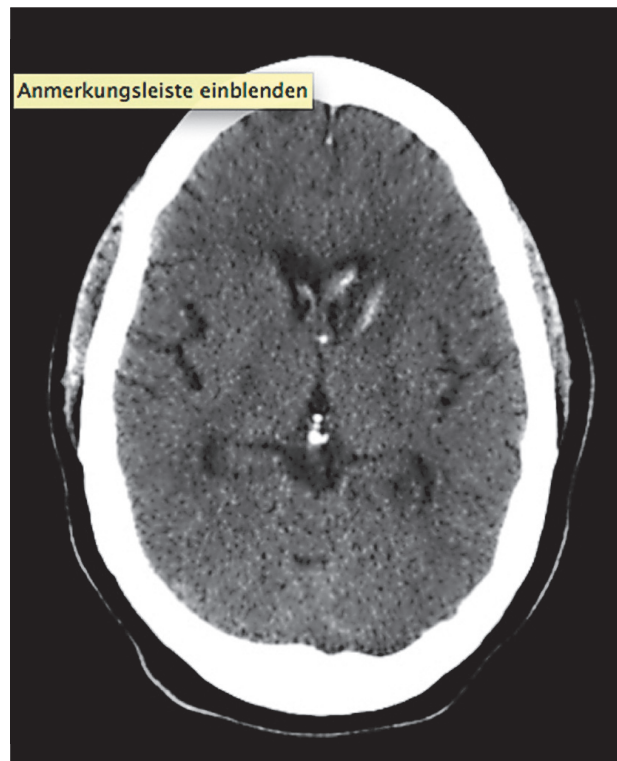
КТ головы на 3-й день (видно кровоизлияние в левое хвостатое ядро с распространением в правый боковой желудочек)
